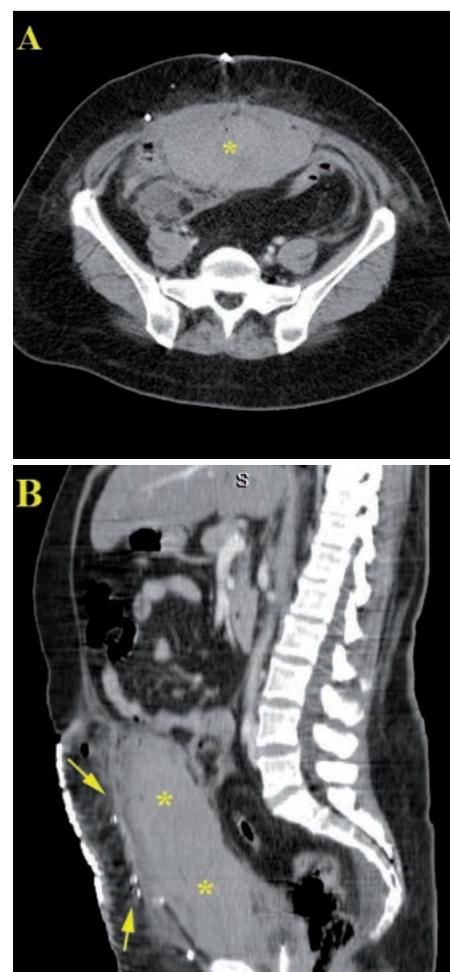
Paciente intervenido por eventración catastrófica que en el postoperatorio inmediato presenta dolor y caída del hematocrito. El estudio de TC demuestra un gran hematoma (*) entre la prótesis (flechas) y el peritoneo que desplaza posteriormente las asas intestinales.
